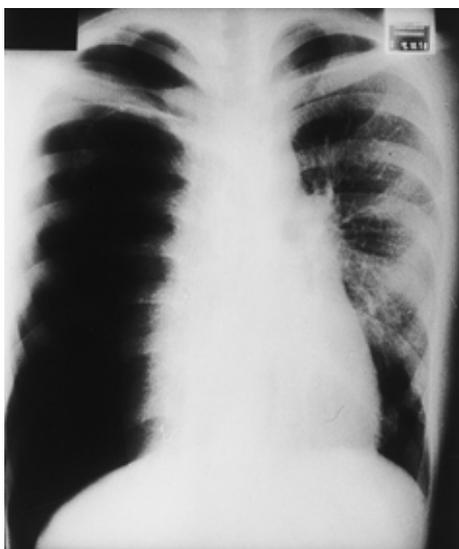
Chest X-ray on admission showed right pneumothorax.
